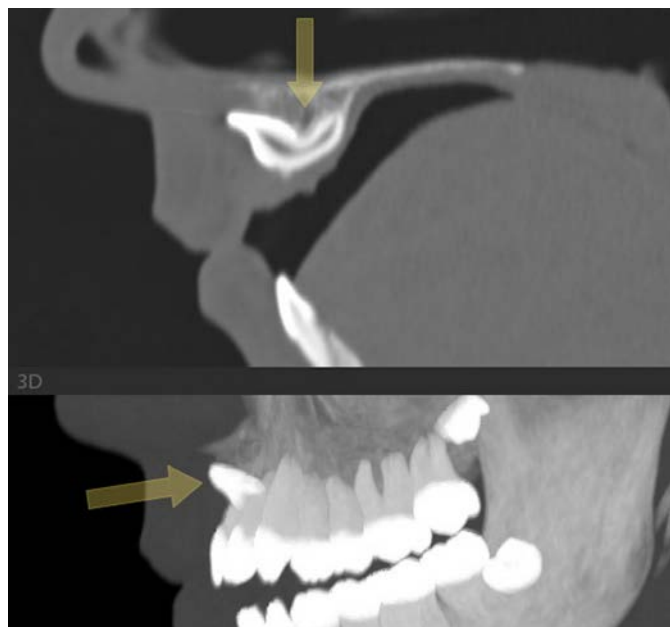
КТ-визуализация зуба 21, сагиттальный реформат и MIP-реконструкция: ретинированный зуб 21, травматическая дилацерация (наблюдение С. Алампиева, Тольятти)
